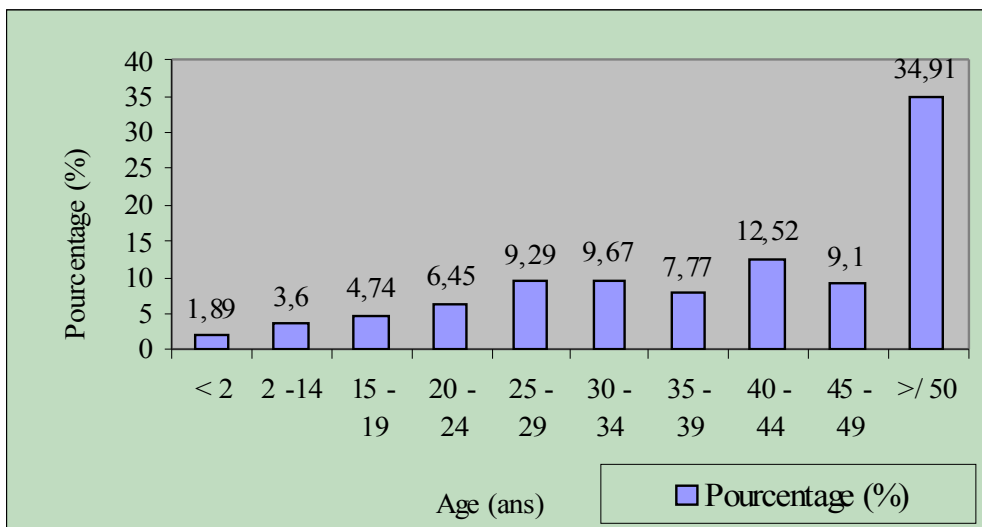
Représentation graphique de l'échographie abdominale selon l'âge
